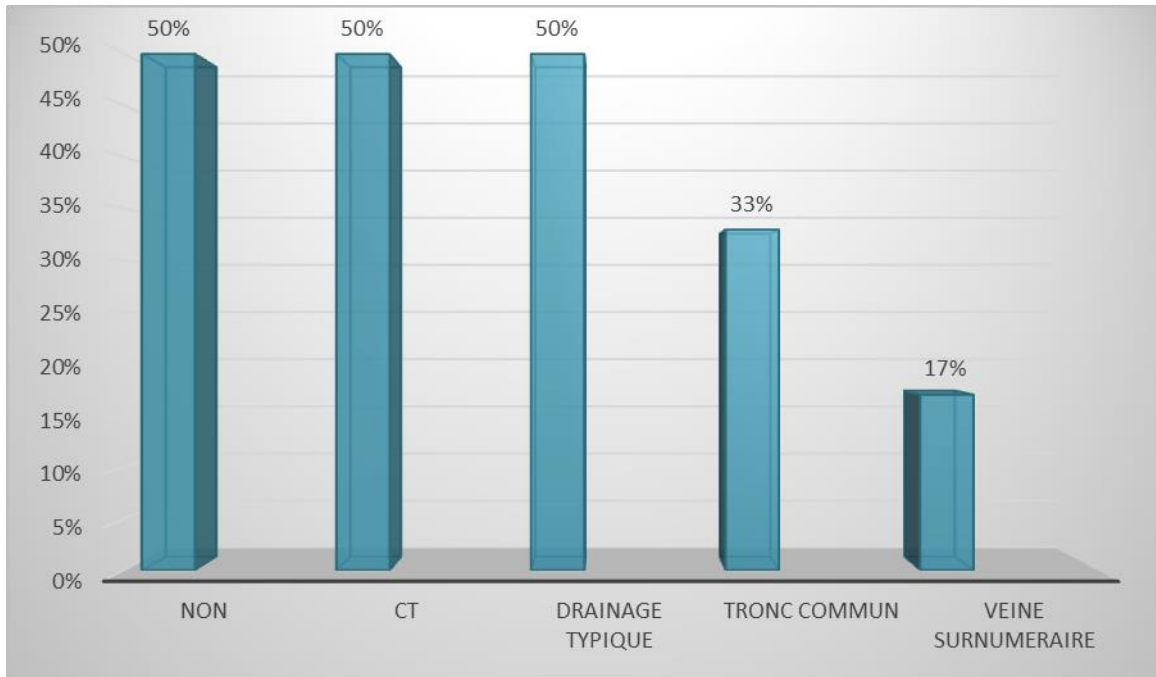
Pourcentage des patients ayant eu une angio-TDM et variantes anatomiques.
